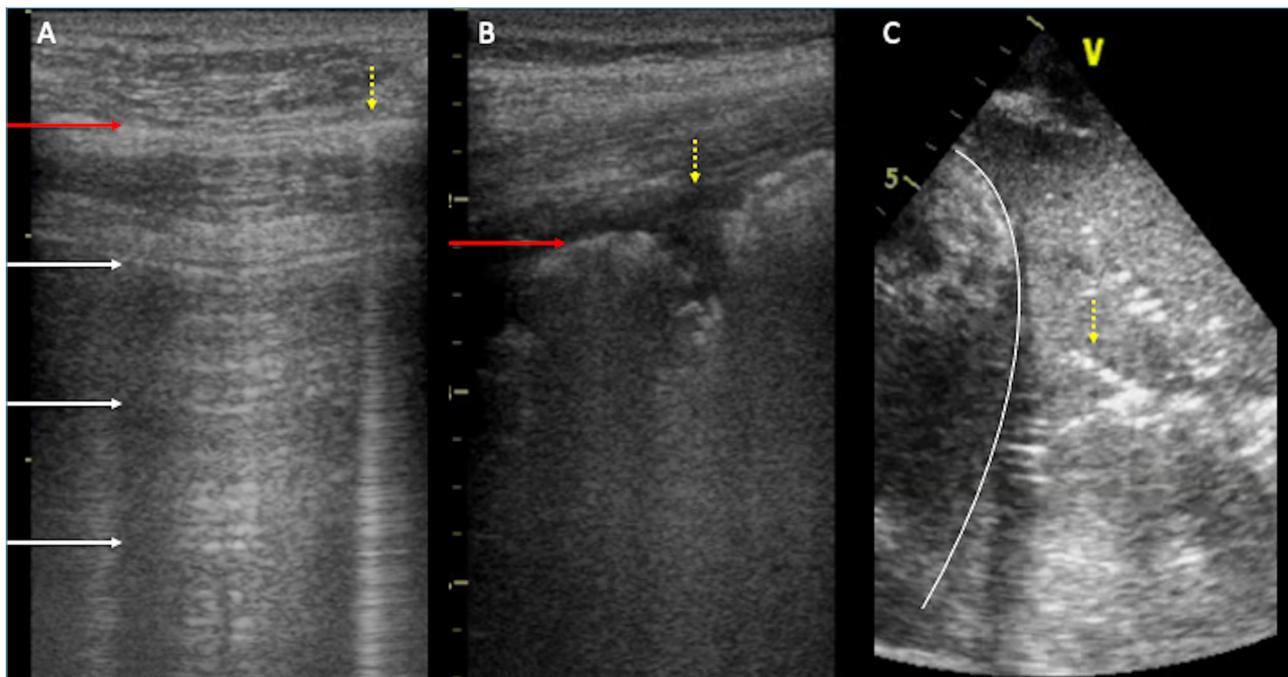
A) Scansione trasversale di uno spazio intercostale con sonda lineare. La linea pleura (freccia rossa) è visualizzata come una linea iperecogena orizzontale, sottile e regolare. Al di sotto, si visualizzano le linee A (freccie bianche), artefatti da riverbero che si ripetono a distanza costante e pari a quella che separa la linea pleura dalla sonda. Le linee A, se associate a un movimento di scivolamento della linea pleurica, indicano una normale aerazione polmonare. È anche visibile una linea B (freccia gialla), artefatto iperecogeno verticale, che deriva dalla linea pleurica e si muove con essa, raggiunge il fondo dello schermo cancellando le linee A. Le linee B compaiono quando aumenta la densità del polmone nella zona esaminata, sono significative quando sono almeno 3 in un singolo spazio intercostale. B) Scansione trasversale di uno spazio intercostale con sonda lineare. La linea pleura (freccia rossa) è visualizzata come una linea iperecogena orizzontale; in questo caso la linea pleurica è più ispessita e irregolare, interrotta da un addensamento subpleurico (freccia gialla), piccola immagine ipoecogena apposta alla pleura e definita in profondità da margini irregolari (*shred sign* – segno dello strappo). La presenza di almeno due aree toraciche con addensamenti subpleurici è un segno sensibile per la diagnosi di VAP. C) Scansione longitudinale di uno spazio intercostale. Al di sopra del diaframma (linea continua bianca) si visualizza una struttura parenchimatosa, con aspetto ecografico simile al parenchima addominale sottodiaframmatico. L'aspetto del polmone viene qui definito *tissue-like*; possiamo vedere la struttura parenchimatosa del polmone perché la perdita di aerazione è totale. Questa immagine corrisponde infatti all'epatizzazione del lobo polmonare. All'interno dell'addensamento sono visibili immagini iperecogene generate dalla presenza di aria nei bronchi (broncogrammi – linea gialla). Il broncogramma dinamico, quindi che si muove in modo sincrono con gli atti respiratori, di forma lineare o arborescente come in questa immagine è un segno ecografico fortemente specifico per VAP.
